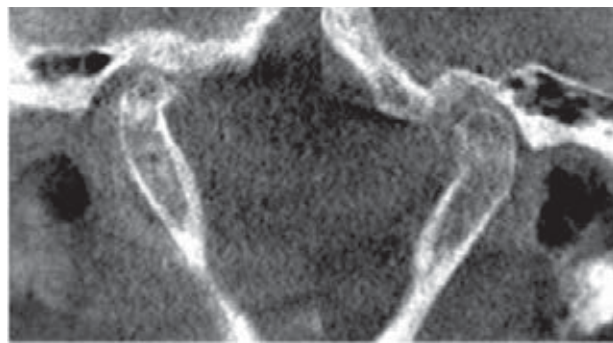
Tomografía de ATM. Se observan superficies articulares aplanadas y disminución del espacio articular.
